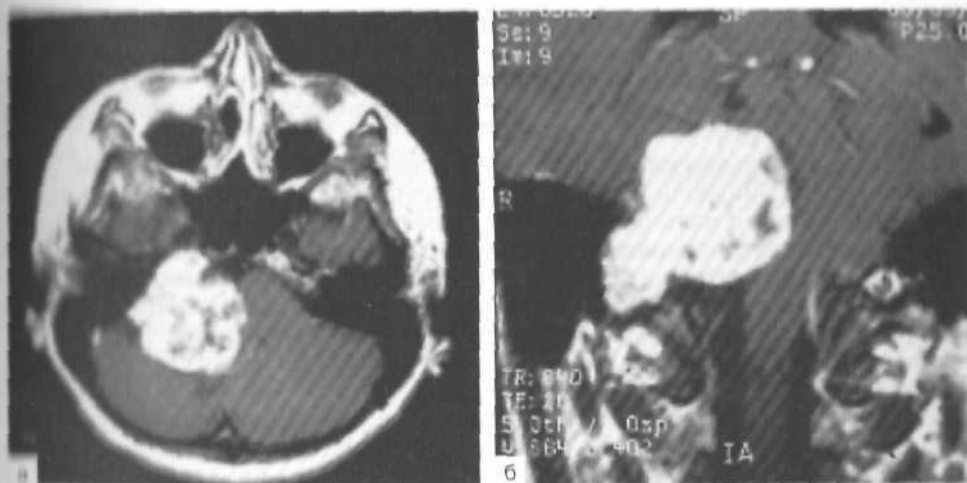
Невринома области яремного отверстия. МРТ в аксиальной (а) и фронтальной (б) проекциях.
